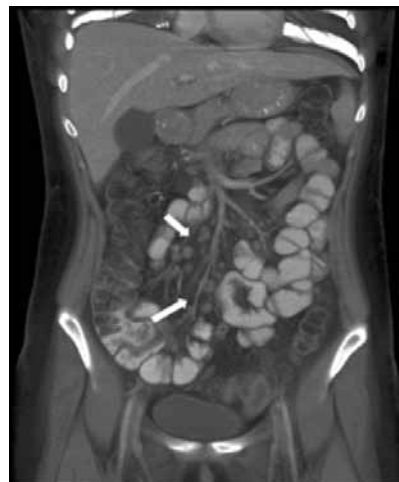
TC abdominal contrastada y reconstrucción coronal con proyección de máxima intensidad de un hombre de 48 años de edad. Se observan adenopatías en múltiples cadenas ganglionares, hipogástricas, inguinales y mesentéricas (flechas) sin realce ni centro necrótico.
